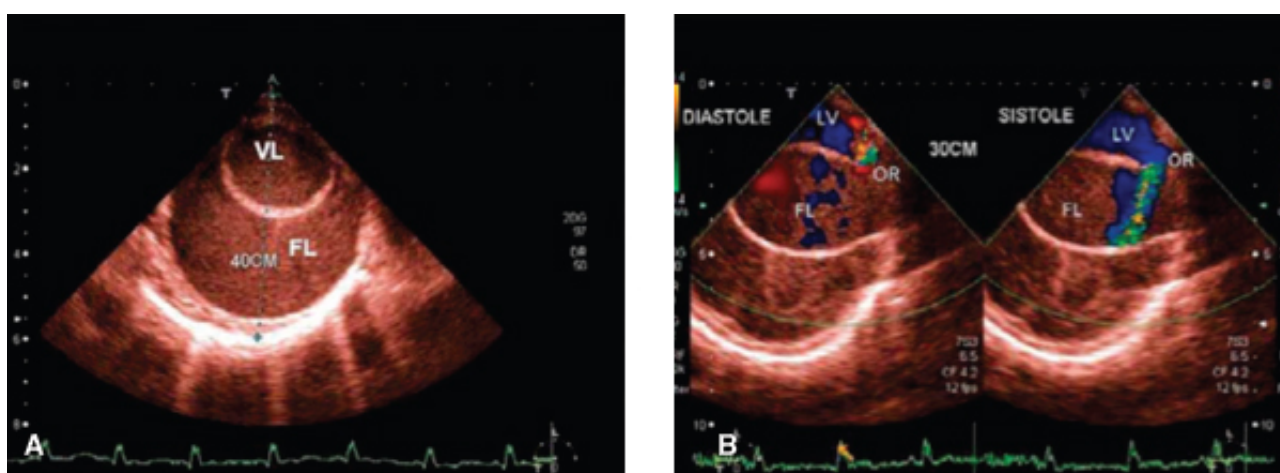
A. Ecocardiograma transesofágico demonstrando dilatação importante da aorta torácica descendente (a 40 cm da arcada dentária superior), com lâmina de dissecção. O verdadeiro lúmen tem seu diâmetro menor do que o falso lúmen. VL = verdadeiro lúmen; FL = falso lúmen. B. Avaliação com Doppler colorido demonstrando orifício de reentrada na aorta descendente, sendo o fluxo, na sístole, direcionado do lúmen verdadeiro para o falso e, na diástole, em sentido inverso. LV = lúmen verdadeiro; FL = falso lúmen; OR = orifício de reentrada.
